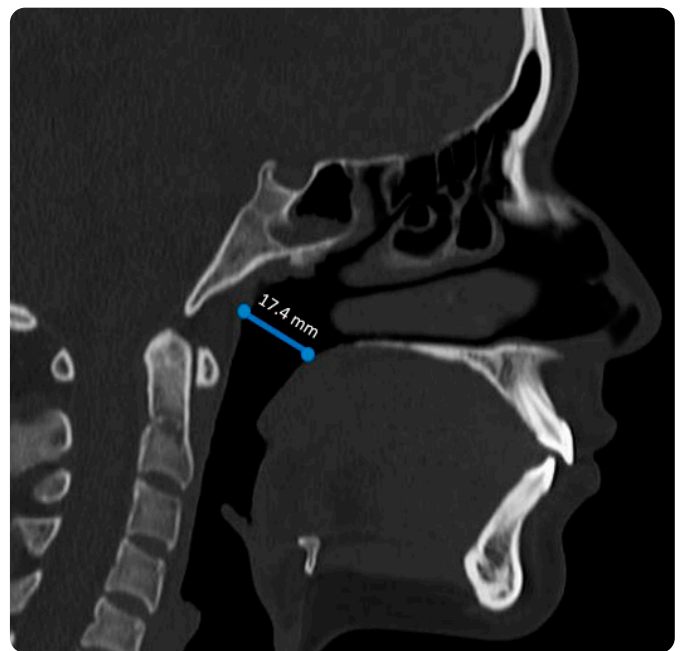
TC facial. Reconstrucción sagital para evaluar el espacio faringeo superior.
